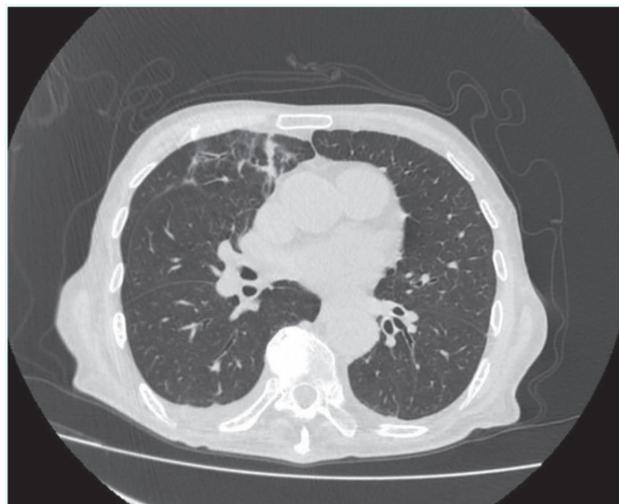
Corte transversal de TAC de fevereiro de 2019 (após 3 ciclos de imunoterapia).
